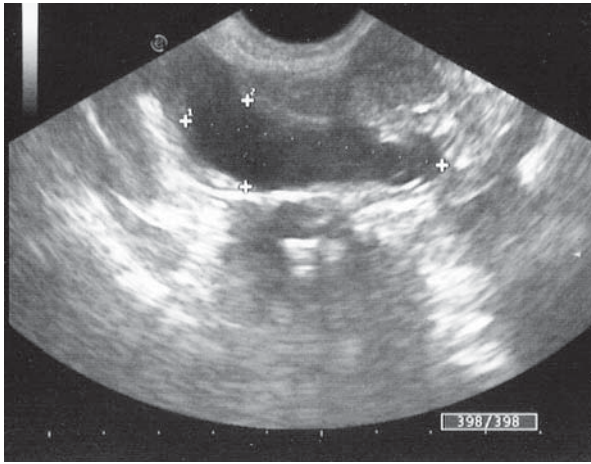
USG showing markedly dilated appendix with hypoechoic content.
